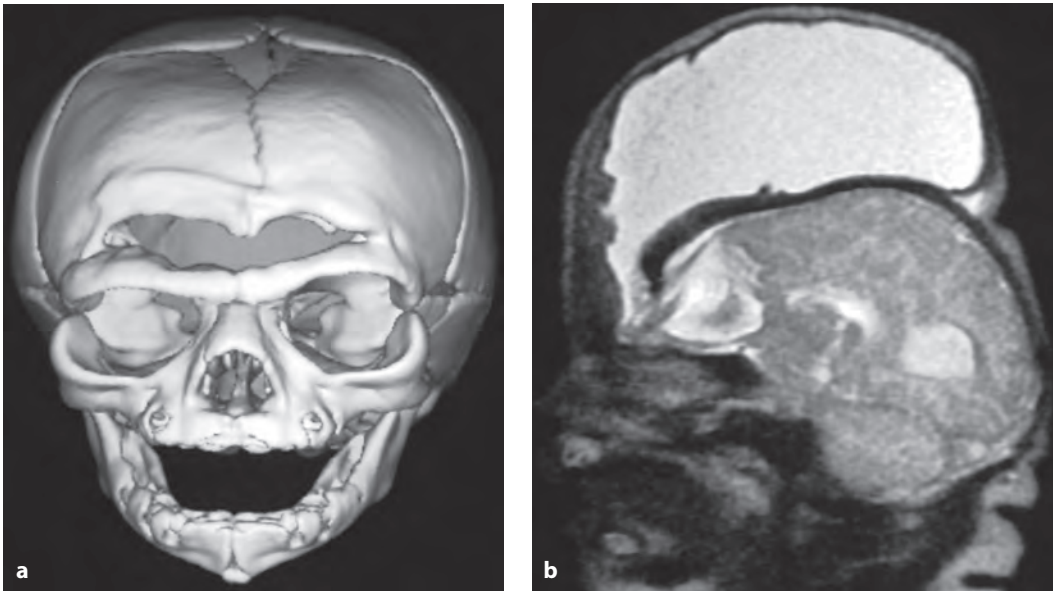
Лобное глиоцеле. На корональной КТ с поверхностной реконструкцией изображения (a) визуализируется дефект лобной кости. На сагиттальном T2-ВИ (b) определяется локализованный дефект лобной кости, через который выпячивается поврежденная ткань головного мозга и мозговые оболочки. Над верхней частью свода черепа расположено большое глиоцеле (высланная глией киста).
